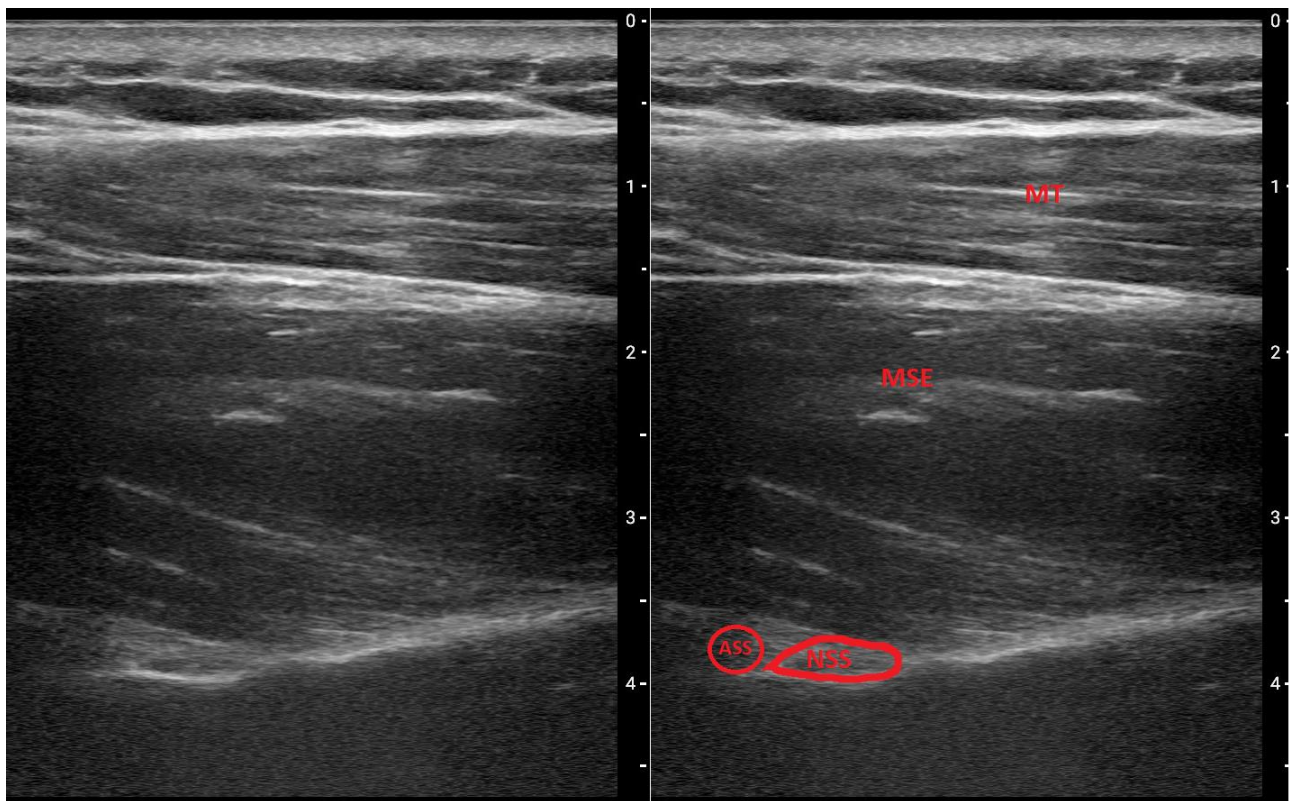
Vue échographique du bloc suprascapulaire, voie postérieure, ASS = artère suprascapulaire, NSS = nerf suprascapulaire, MSE = muscle supra-épineux, MT = muscle trapèze
